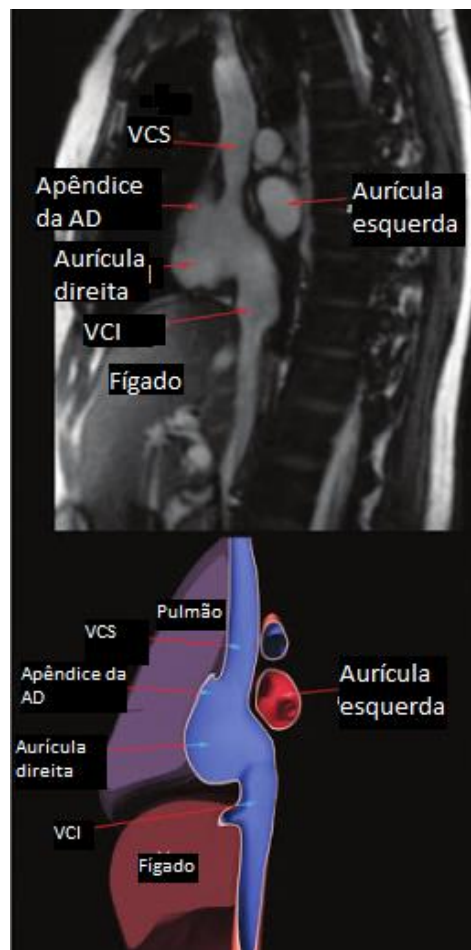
Anatomia cardíaca na RM (plano sagital) com destaque para a aurícula direita. (adapt. (Williamson, Eric E., McGee 2008))
